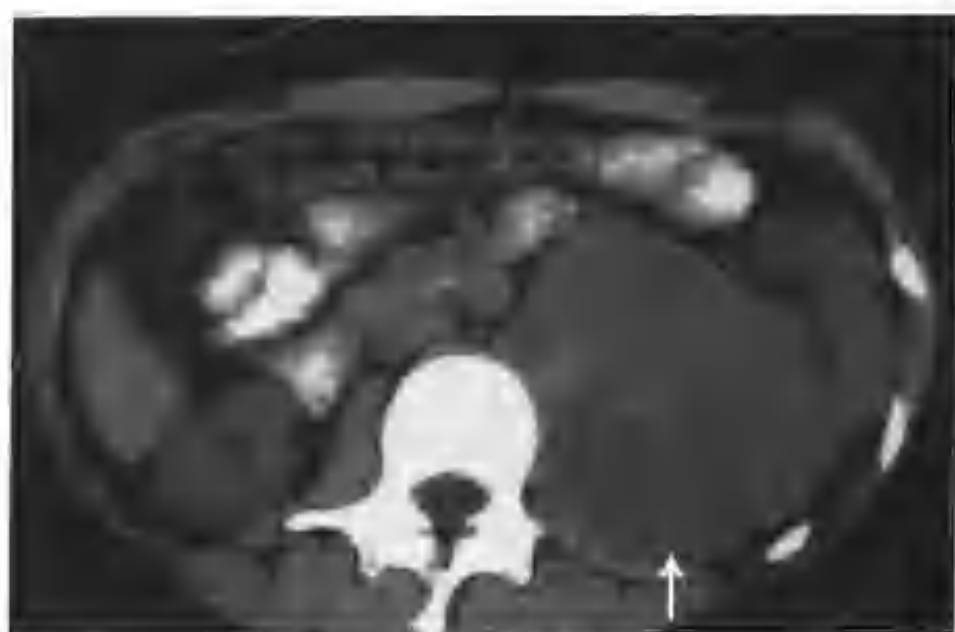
腹膜后神经纤维瘤（CT 示腹膜后左肾内侧见一个 6cm × 9cm 的肿块，平扫呈等高混杂密度（箭头））
